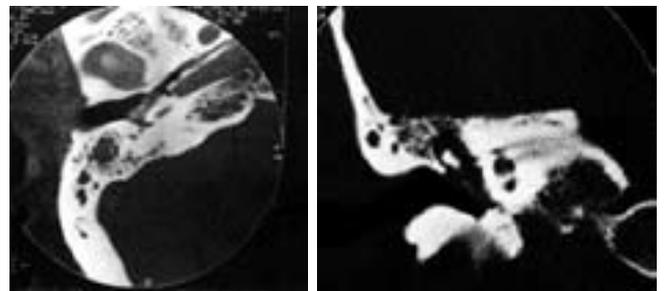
TC in proiezione assiale e coronale: la neoplasia interessa la cassa timpanica e la mastoide destra
